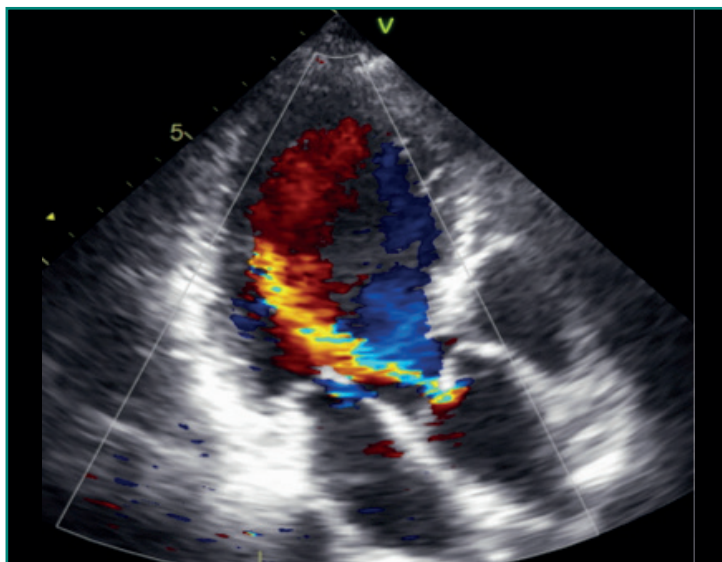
Imagen de ecocardiografía *doppler* en color en diástole en proyección apical de tres cámaras que muestra el chorro de una regurgitación aórtica grave.
